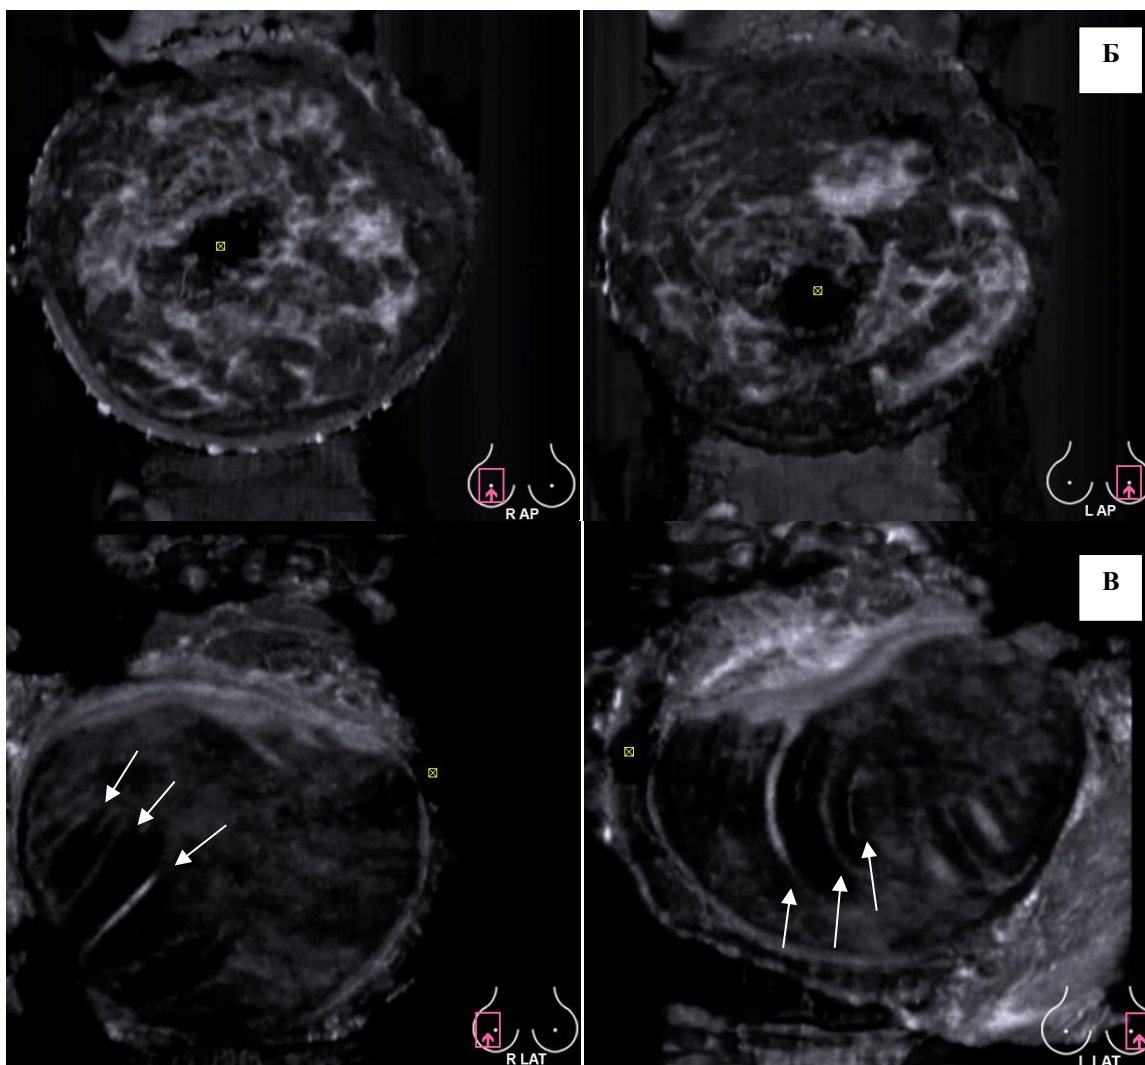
Эндопротезирование молочных желез силиконовыми имплантатами: А – эхограммы эндопротезов правой (R) и левой (L) МЖ; Б – сопоставление сонотомограмм – фронтальные срезы на уровне сохраненной железистой ткани; В – сопоставление сонотомограмм – косые латеральные срезы, отображающие заднюю поверхность эндопротезов со складчатостью (обозначена стрелками).
